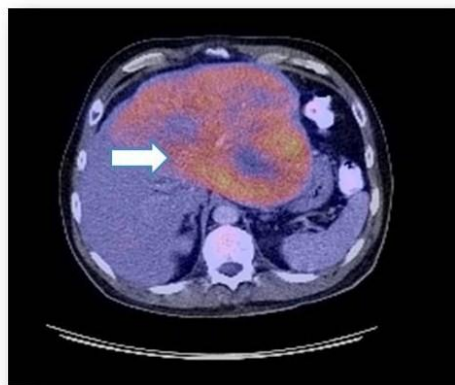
Fusión PET/TC de un gran hepatocarcinoma. Se nota un aumento de la captación de la glucosa en el lóbulo hepático izquierdo (flecha)
